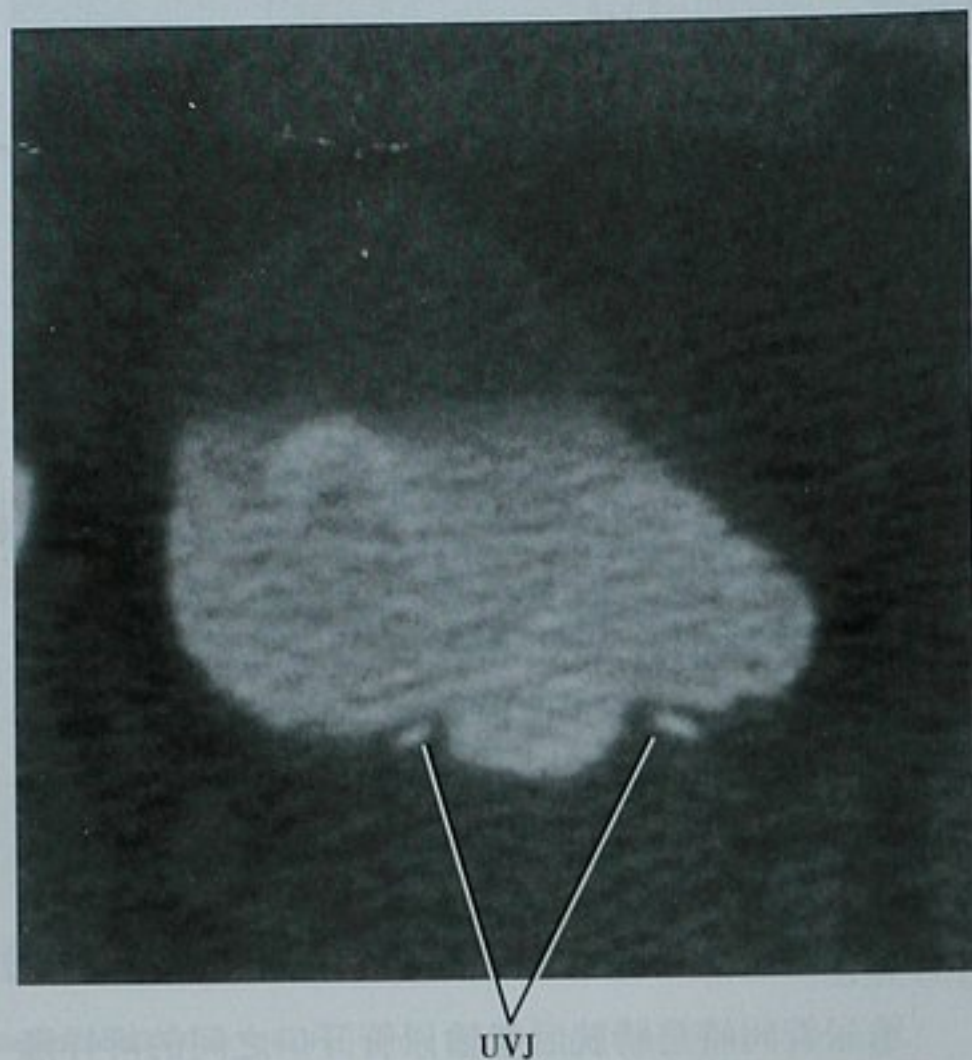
CT横断位图像重建显示两侧输尿管膀胱连接(UVJ)的正常表现
